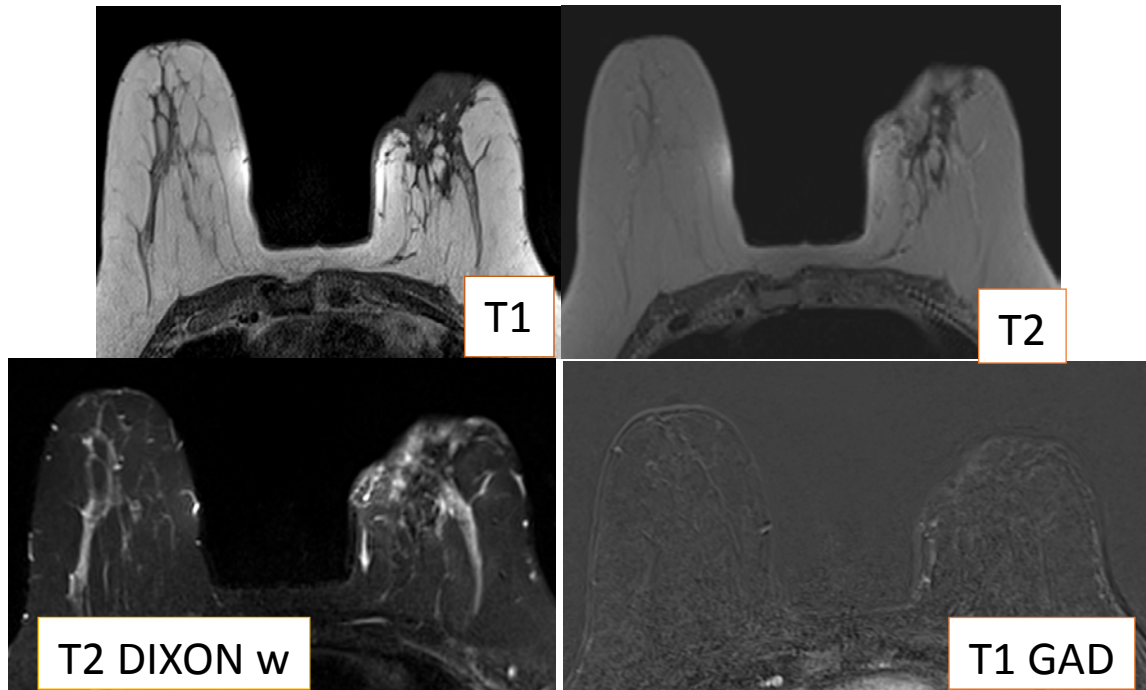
45ans, tumorectomie d'un CCI du sein gauche, en écho-mammo de contrôle : lésion sous aréolaire gauche de contours irréguliers. IRM mammaire : Zone de désorganisation architecturale en regard de la cicatrice opératoire avec épaissement cutané régulier d'allure post-thérapeutique, sans rehaussement nodulaire suspect décelable (BIRADS 2).
